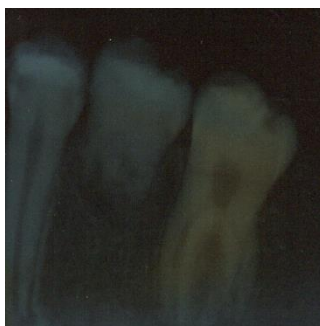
Radiografia periapical após um ano de acompanhamento, evidenciando desenvolvimento radicular.
